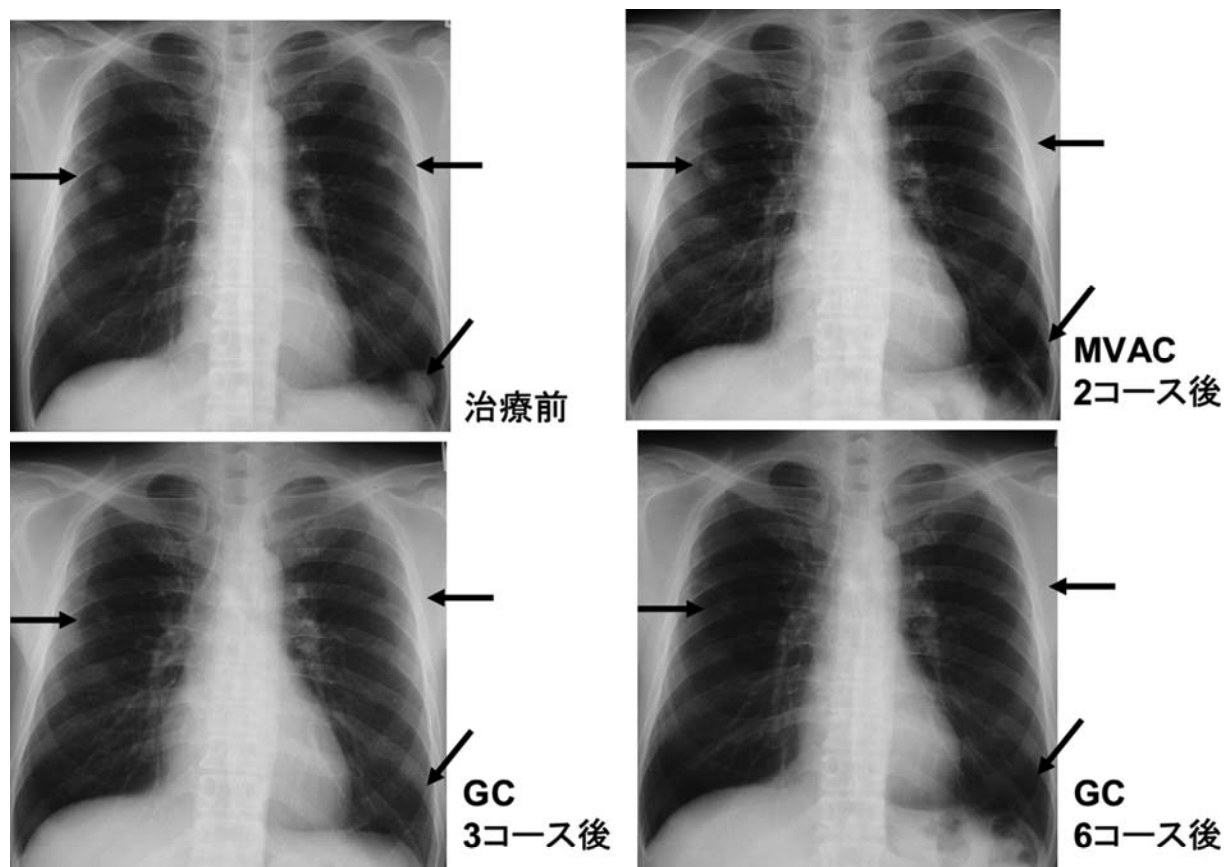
Chest X-ray of lung metastatic lesions in patient #9.
